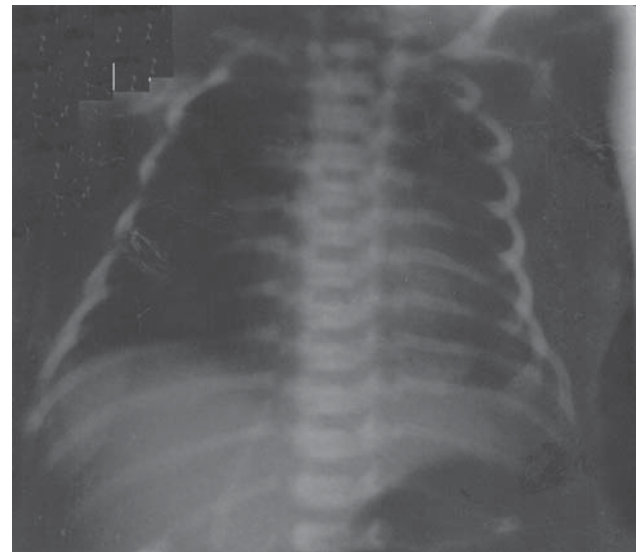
Рентгенограмма больной Н. (первые сутки после проведения электроимпульсной терапии).
